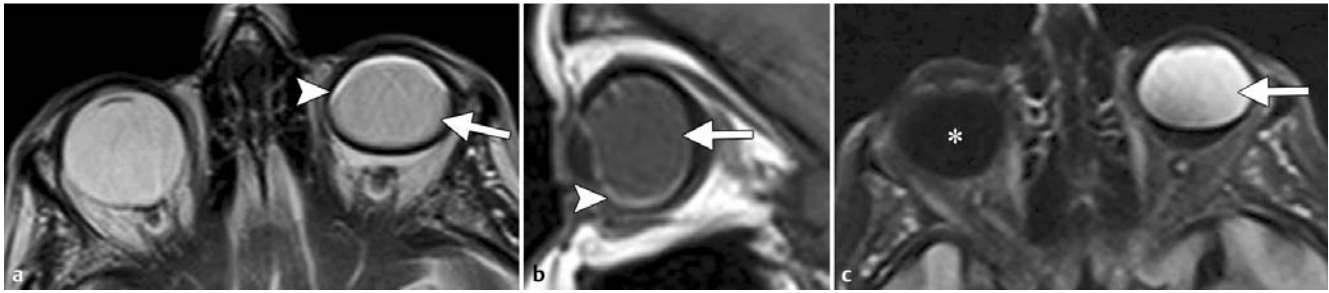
Vitrektomie mit anschließender intraokulärer Silikonöltamponade bei einer Patientin mit Netzhautablösung. a, b Axiale T2w (a) und sagittale T1w MRT-Aufnahme (b) der 79-jährigen Frau: Der linke Augapfel ist mit Silikonöl gefüllt (Pfeile). Silikonöl ist in Relation zur Glaskörperflüssigkeit des kontralateralen rechten Auges auf T2w Aufnahmen leicht hypointens und weist auf T1w Aufnahmen eine entsprechende intermediäre Signalintensität auf. Sowohl auf den T1w als auch auf den T2w Aufnahmen ist an der Öl-Wasser-Grenzfläche ein Chemical-Shift-Artefakt (Pfeilspitzen) in Form von halbmondförmigen, parallel verlaufenden Bändern geringer und hoher Signalintensität zu sehen. c Axiale FLAIR-Aufnahme (Fluid-Attenuation Inversion Recovery): Silikonöl ist hyperintens (Pfeil), die normale Glaskörperflüssigkeit im rechten Auge dagegen dunkel (Stern).
